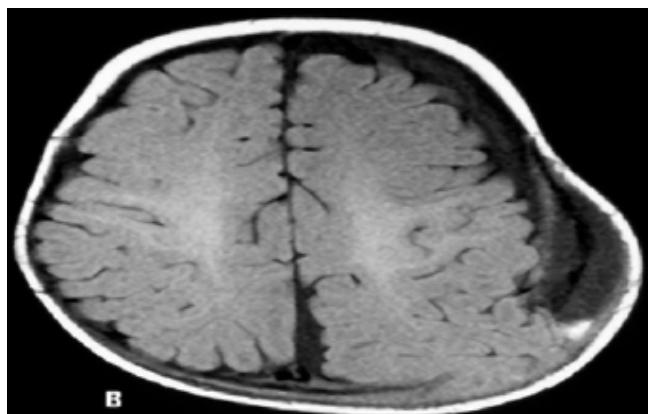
B) Resonancia magnética que muestra herniación de tejido cerebral a través de la fractura
